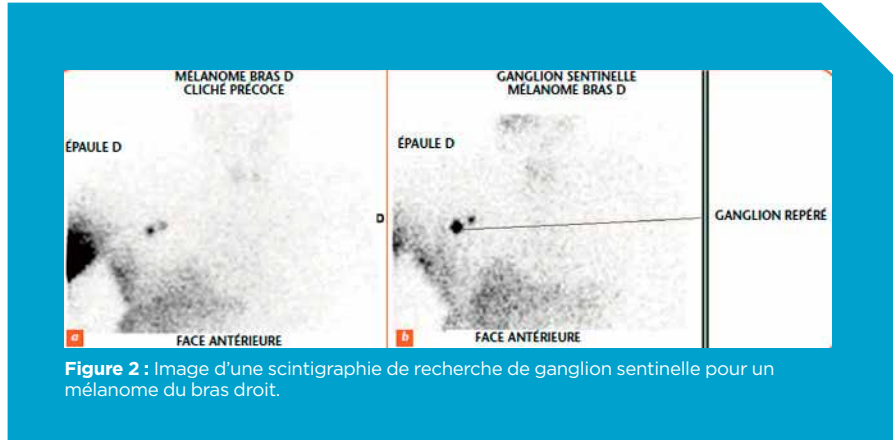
Image d'une scintigraphie de recherche de ganglion sentinelle pour un mélanome du bras droit.
